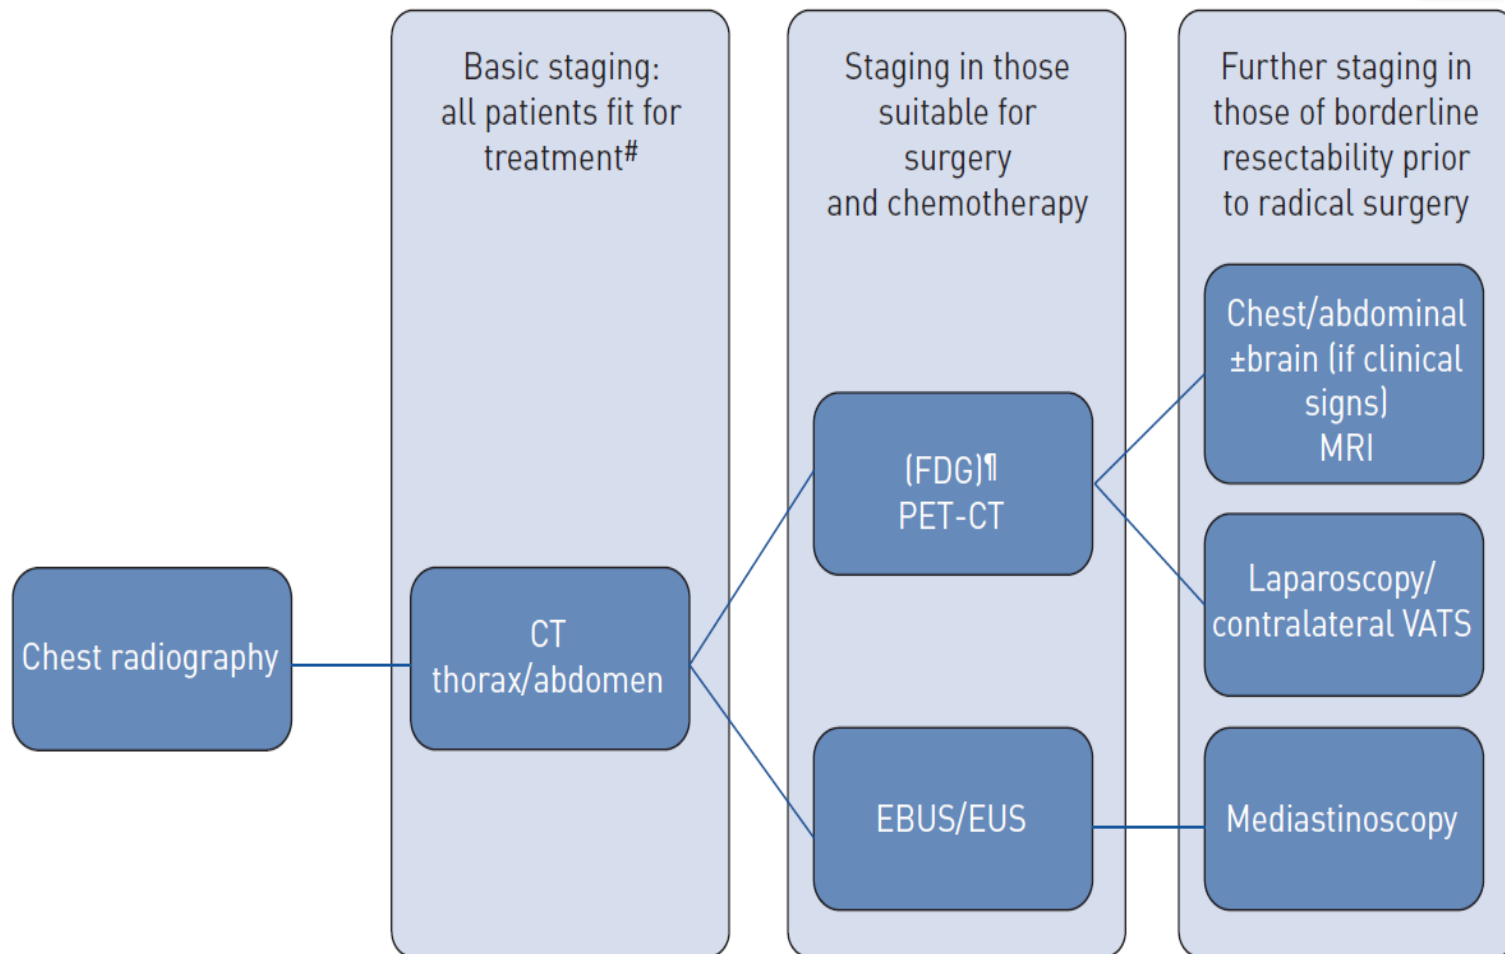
A summary of staging algorithm for patients with malignant pleural mesothelioma. #: patients unfit for any treatment could derive some benefit from basic computed tomography (CT) scan in terms of palliative therapy (pleurodesis) or reparation; ¶: after talcage, positron emission tomography (PET)-CT is less accurate than functional magnetic resonance imaging (MRI). FDG: fludeoxyglucose; EBUS: endobronchial ultrasound; EUS: endoscopic ultrasound; VATS: video-assisted thoracic surgery.
